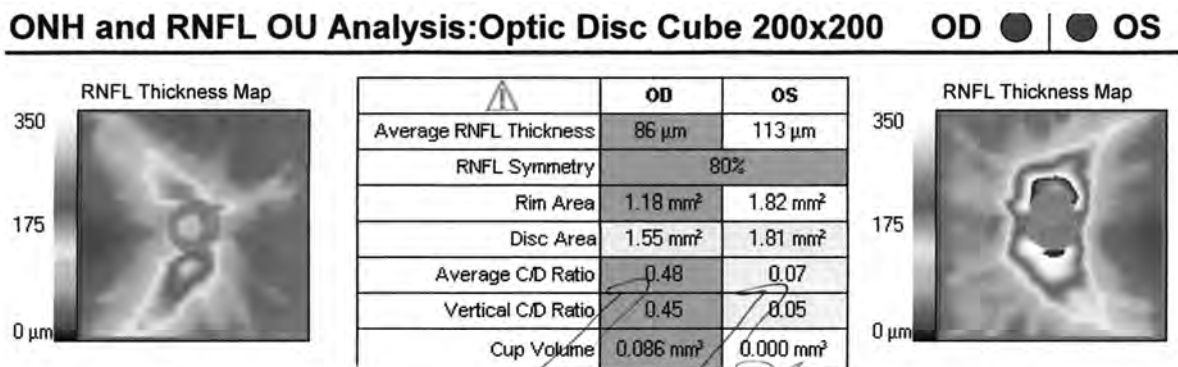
Данные оптической когерентной томографии правого и левого глаза.
